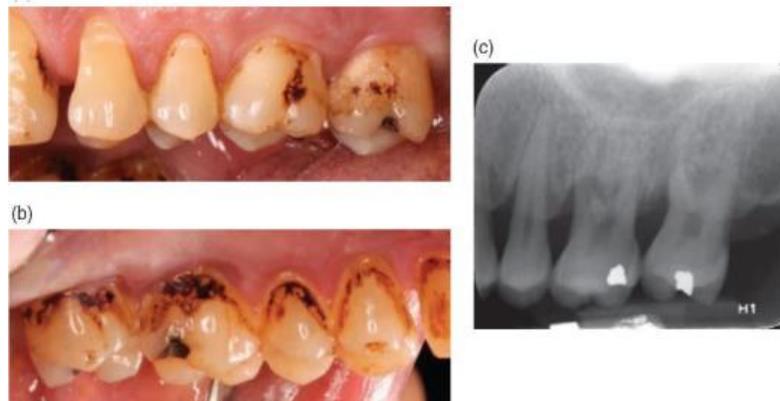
Radiografía donde se percibe la pérdida ósea.²⁴
